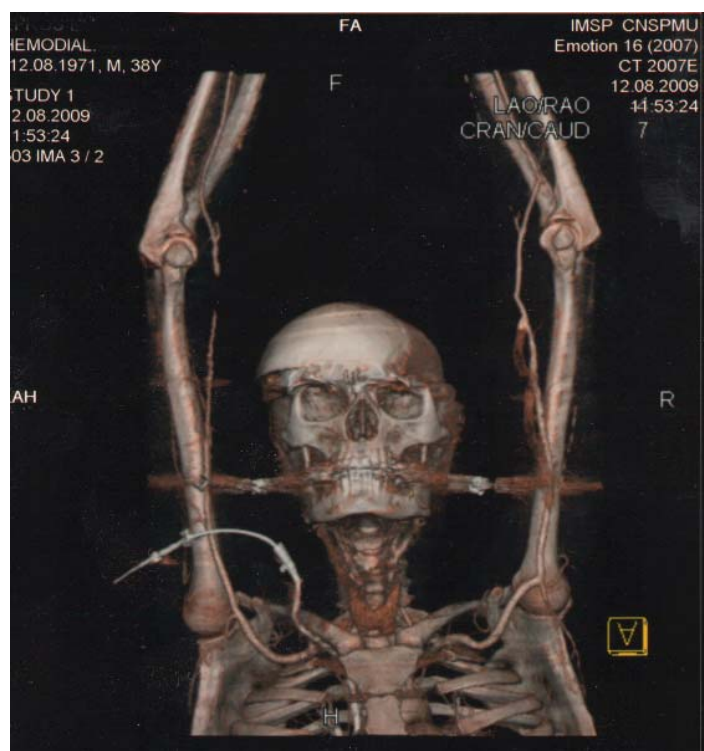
Angiografie CT în cazul trombozei grefei PTFE (A) pe stânga și a stenozei a.brahialis pe dreapta (B)
